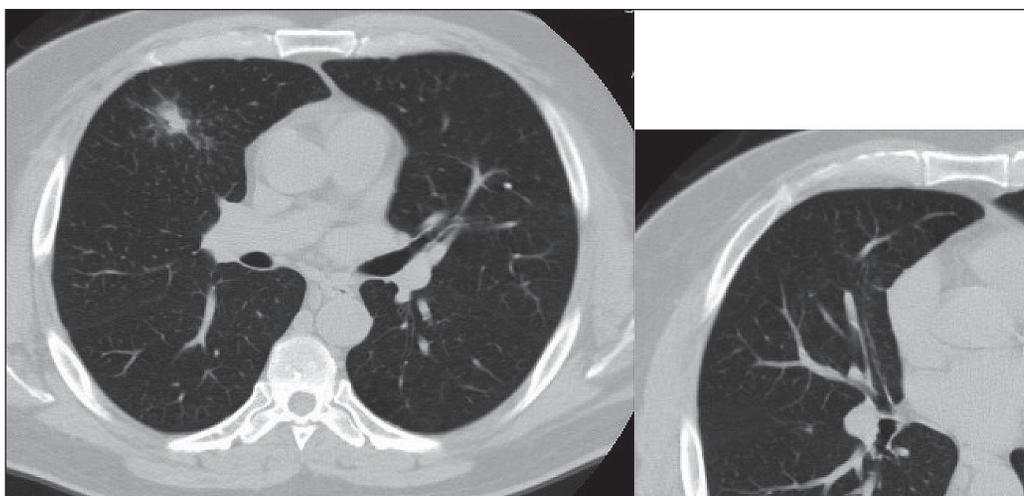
КТ органов грудной клетки. На месте узла в средней доле правого лёгкого остаётся участок тяжистого уплотнения звездчатой формы. Нормализовалась толщина стенок среднедолевого бронха
